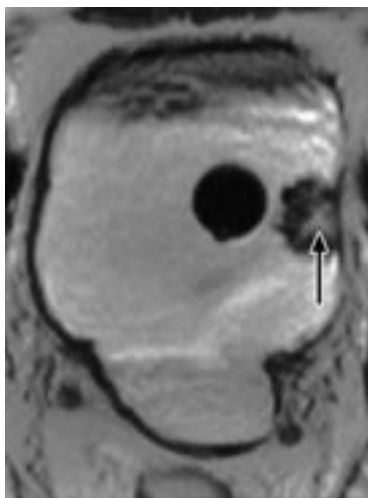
MRT T1w axial. Die Harnblasenwand und die polypöse Raumforderung sind gut erkennbar (Pfeil). Der Tumor zeigt nach i. v. Applikation eines unspezifischen Gd-haltigen KM ein zentrales Enhancement.
